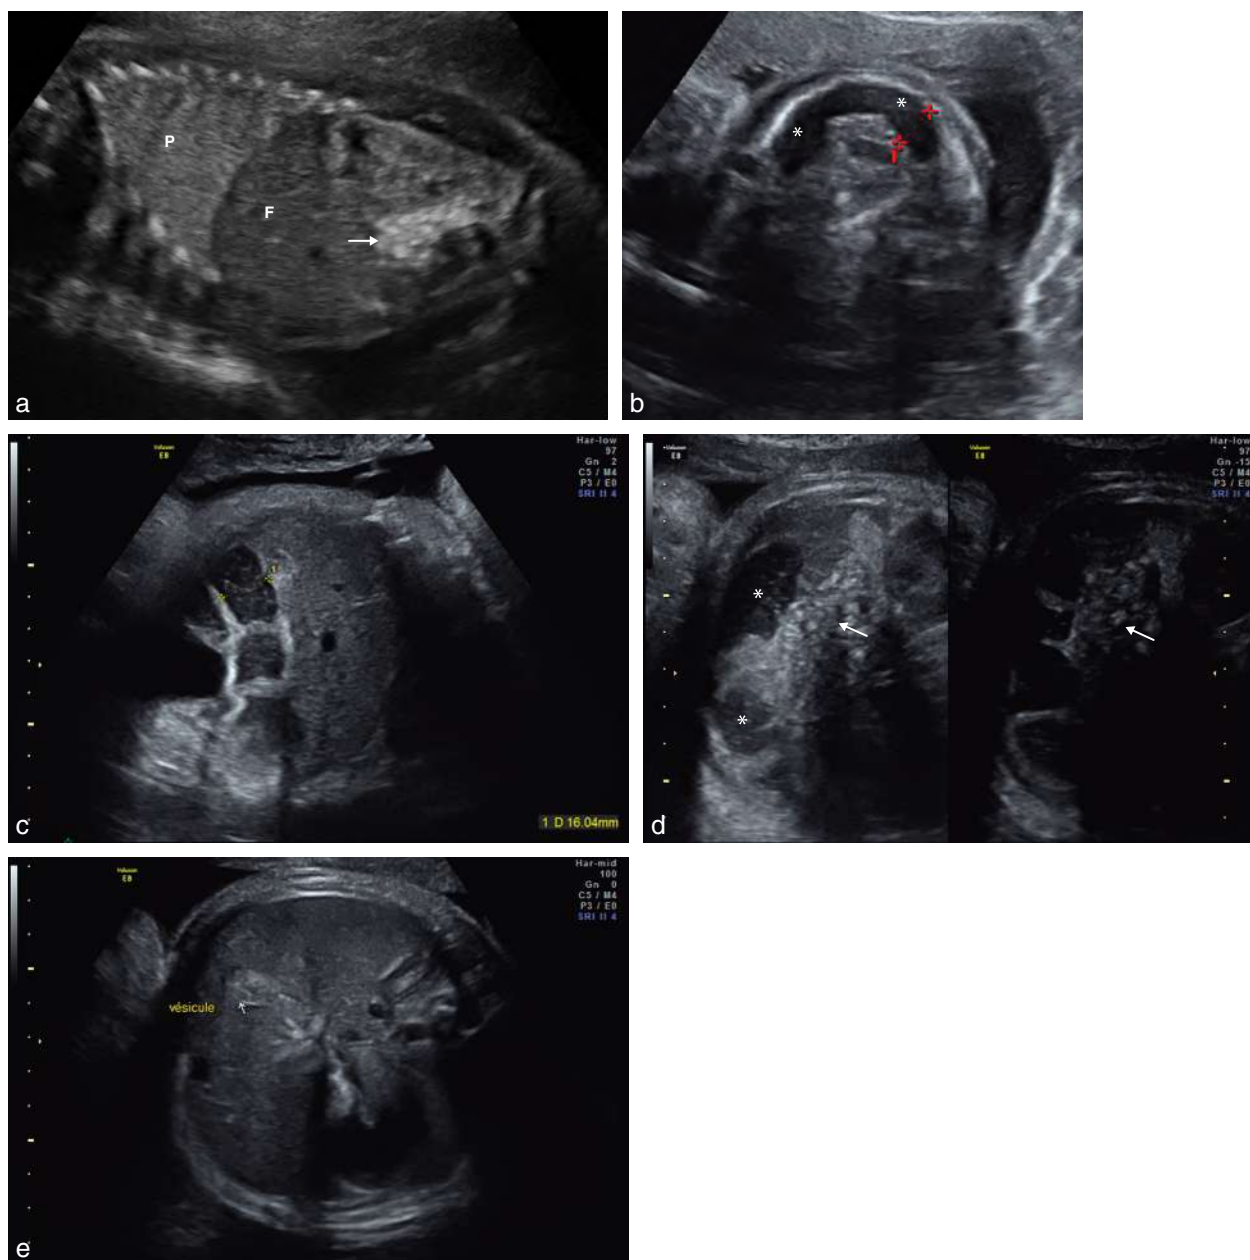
Iléus méconial. a. 24 SA. Coupe parasagittale gauche individualisant en fosse iliaque une agglutination d'anses intestinales fortement échogènes et non dilatées (→). F : foie ; P : poumon. b. Chez le même fœtus et sur une coupe transversale abdominale basse, on note une anse digestive dilatée à paroi épaisse (*). Le balayage échographique précise que cette dilatation est au contact des anses hyperéchogènes. c. 36 SA. Anse intestinale dilatée (1) (16 mm), à paroi nette et échogène. Le contenu hypo-échogène, piqueté d'échos correspond au méconium. En temps réel, absence de péristaltisme. d. 36 SA. Hyperéchogénéité intestinale (→) persistant en diminuant le gain contrastant avec la dilatation intestinale associée (*). Aspect évoquant une occlusion intestinale au-dessus d'un obstacle lié à un méconium épais. e. 36 SA. Même fœtus que la figure précédente. Noter la présence d'une vésicule biliaire de volume normal mais au contenu inhabituellement échogène. Ce fœtus a été revu 10 jours plus tard. Les images d'occlusion digestive étaient plus marquées avec un péristaltisme net faisant craindre une occlusion par atésie du grêle. L'IRM n'a pas apporté d'élément diagnostique complémentaire. Le bilan effectué, notamment la recherche de mucoviscidose, est revenu négatif. Après la naissance, le nouveau-né a récupéré progressivement un transit digestif normal sous réanimation simple et sans chirurgie complémentaire. Malheureusement à l'âge de 3 semaines une pathologie du tronc cérébral a été dépistée devant des anomalies neurologiques. Il est probable que les difficultés du transit digestif soient secondaires à celles-ci.
